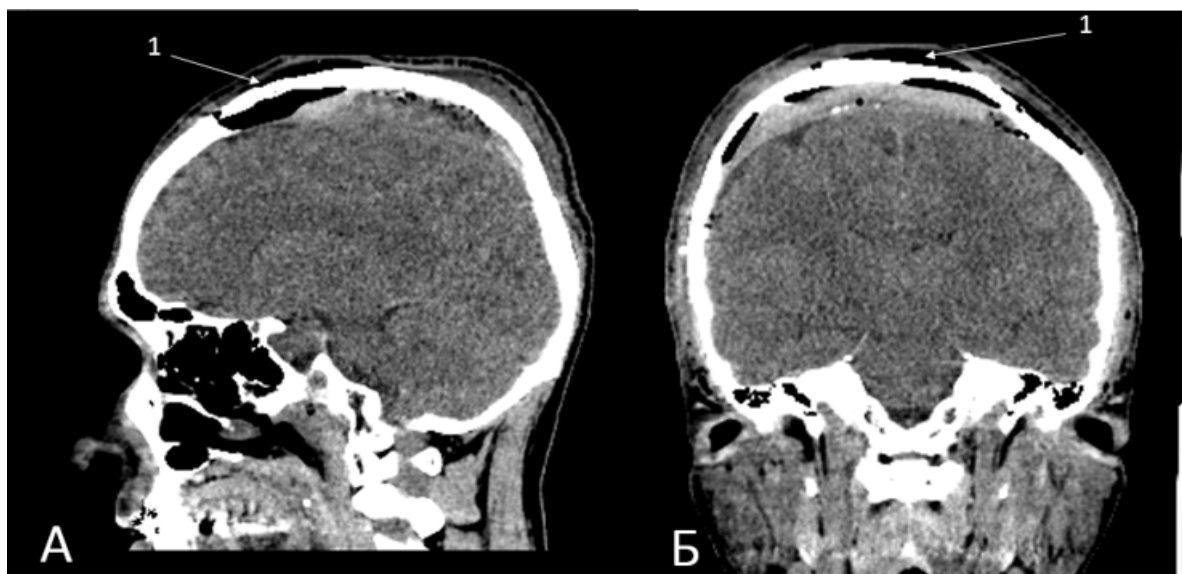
СКТ головного мозга на 1 – е сутки после операции. А (сагиттальный срез); Б (коронарный срез) 1 –имплант из полиметилметакрилата
